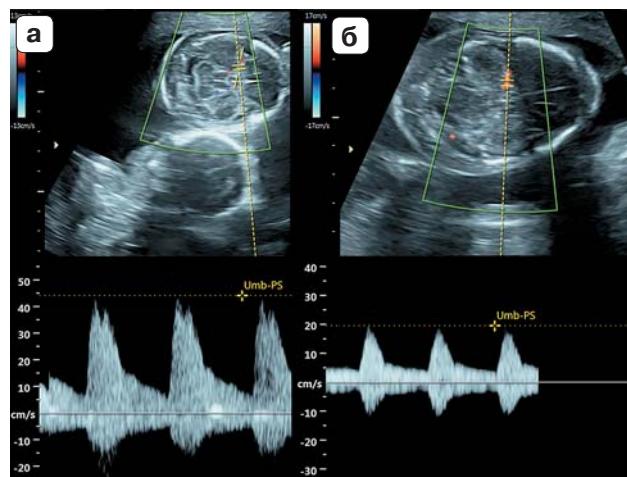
Допплерография СМА второго плода. а – МССК СМА до трансфузии; б – МССК СМА после трансфузии.
